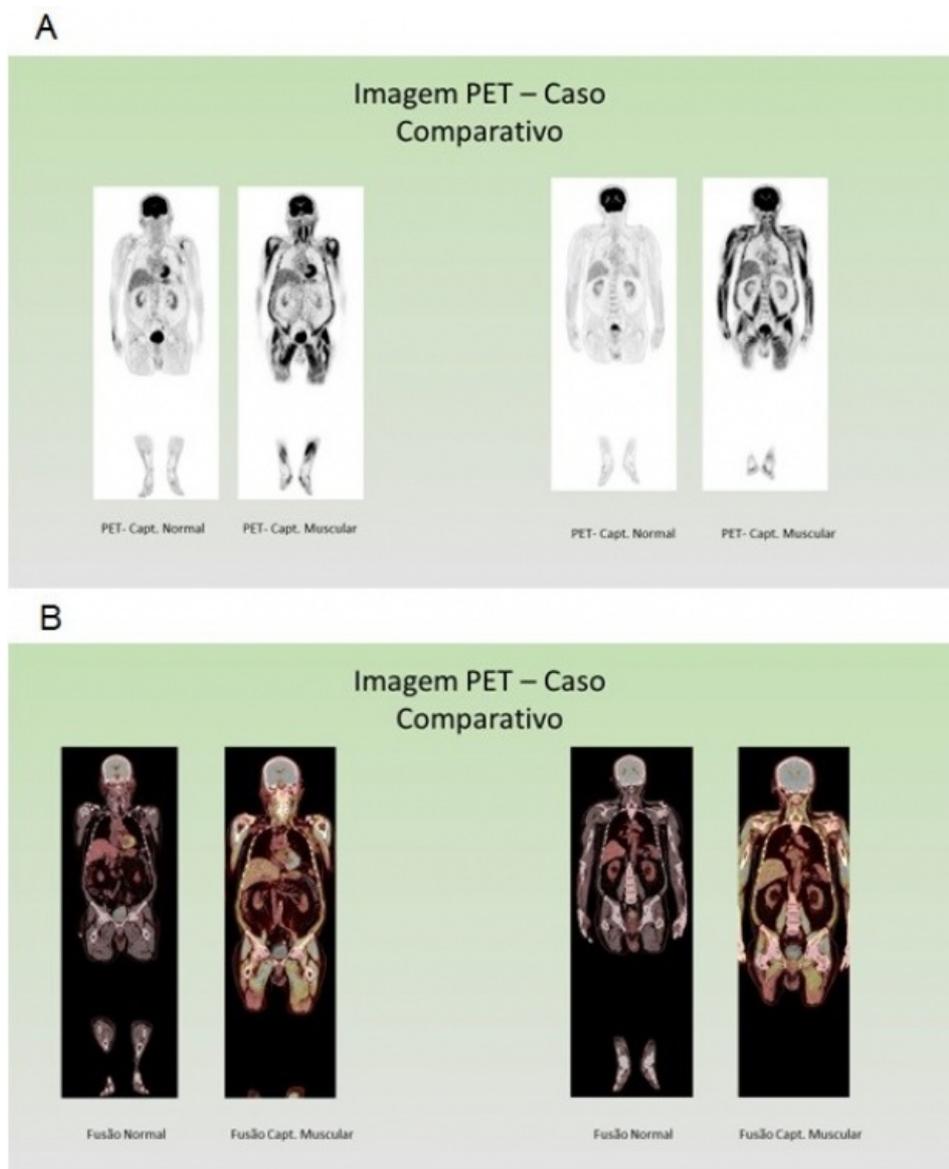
Imagem comparativa. Captação normal vs. captação muscular do FDG por ativação do GLU-4 dependente de insulina. Em A, PET; em B, fusão PET/CT. Fonte: Arquivo próprio dos autores.
